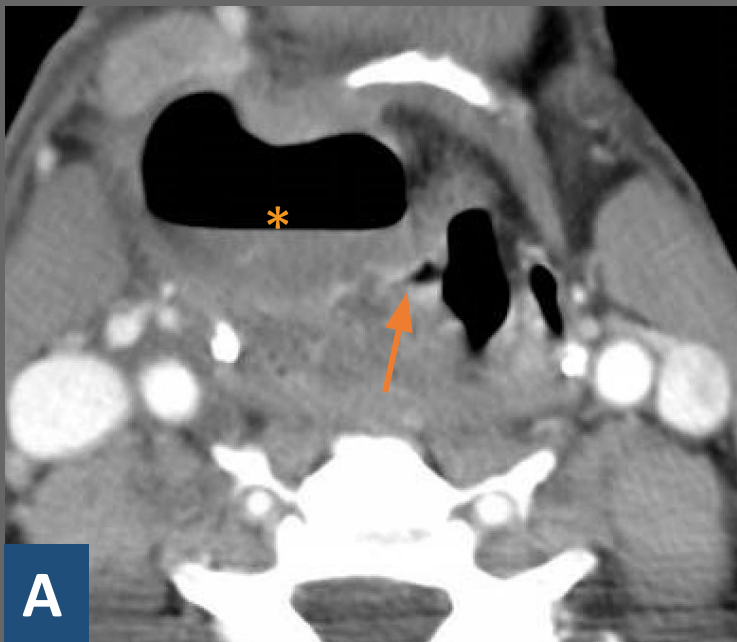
Las imágenes muestran cortes axial (A) y coronal (B) de TC de cuello con contraste en paciente con masa cervical de reciente aparición y fibre, donde observamos una colección quística con realce periférico y con nivel hidroaéreo en su interior localizada a nivel paraglótico derecho (*). Se extiende a través de la membrana tirohioidea (flecha) por lo que se corresponde con un laringocele mixto sobreinfectado
